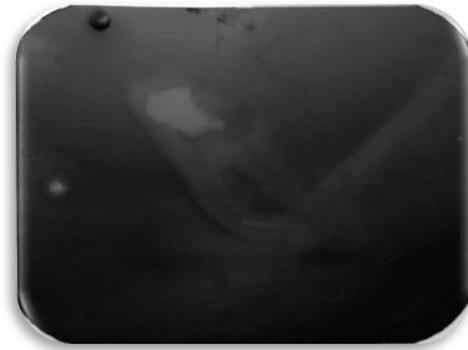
Radiografia periapical após fratura da lima
